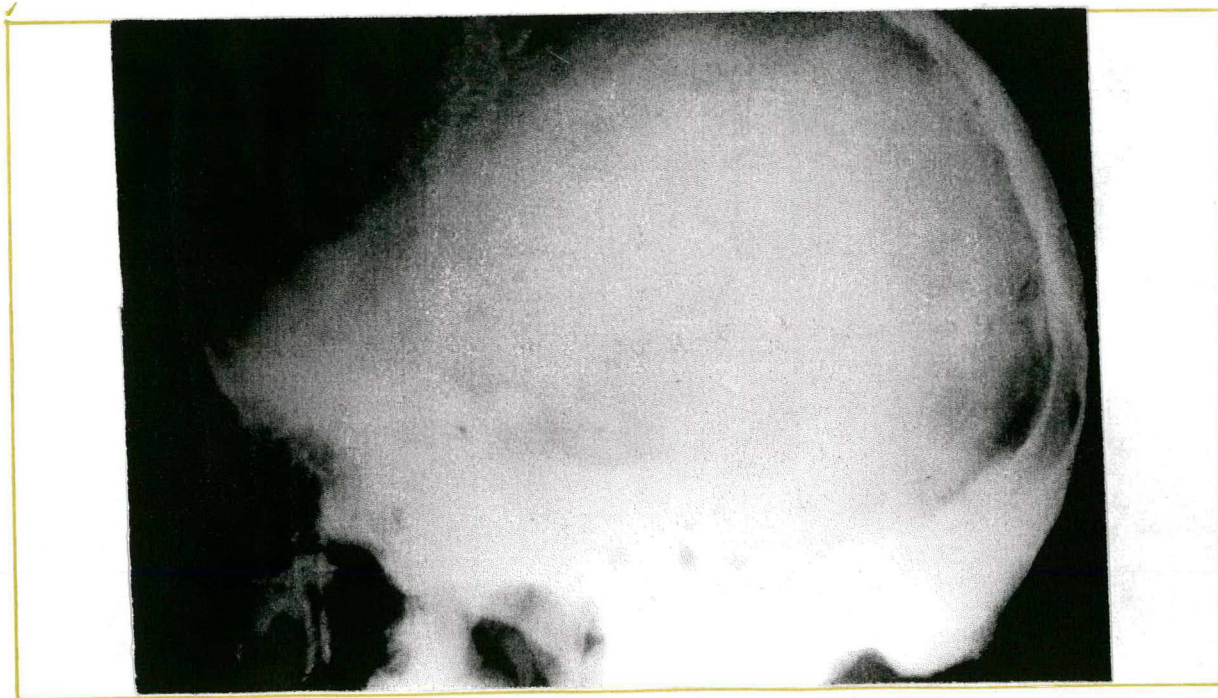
Radiografia simples do crânio em perfil demonstrando envolvimento da base do crânio com aspecto esclerótico.
